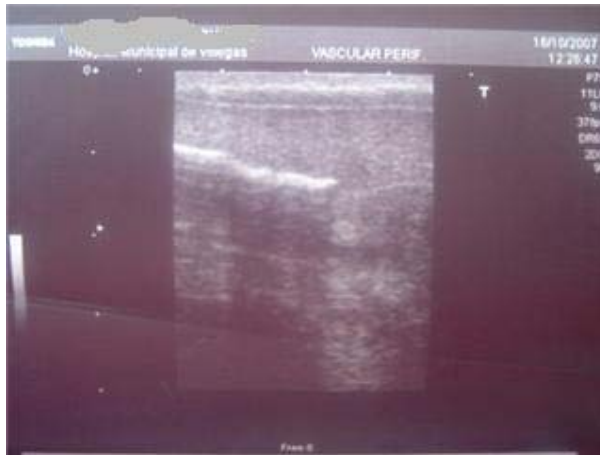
y 4 Ecografía peniana
